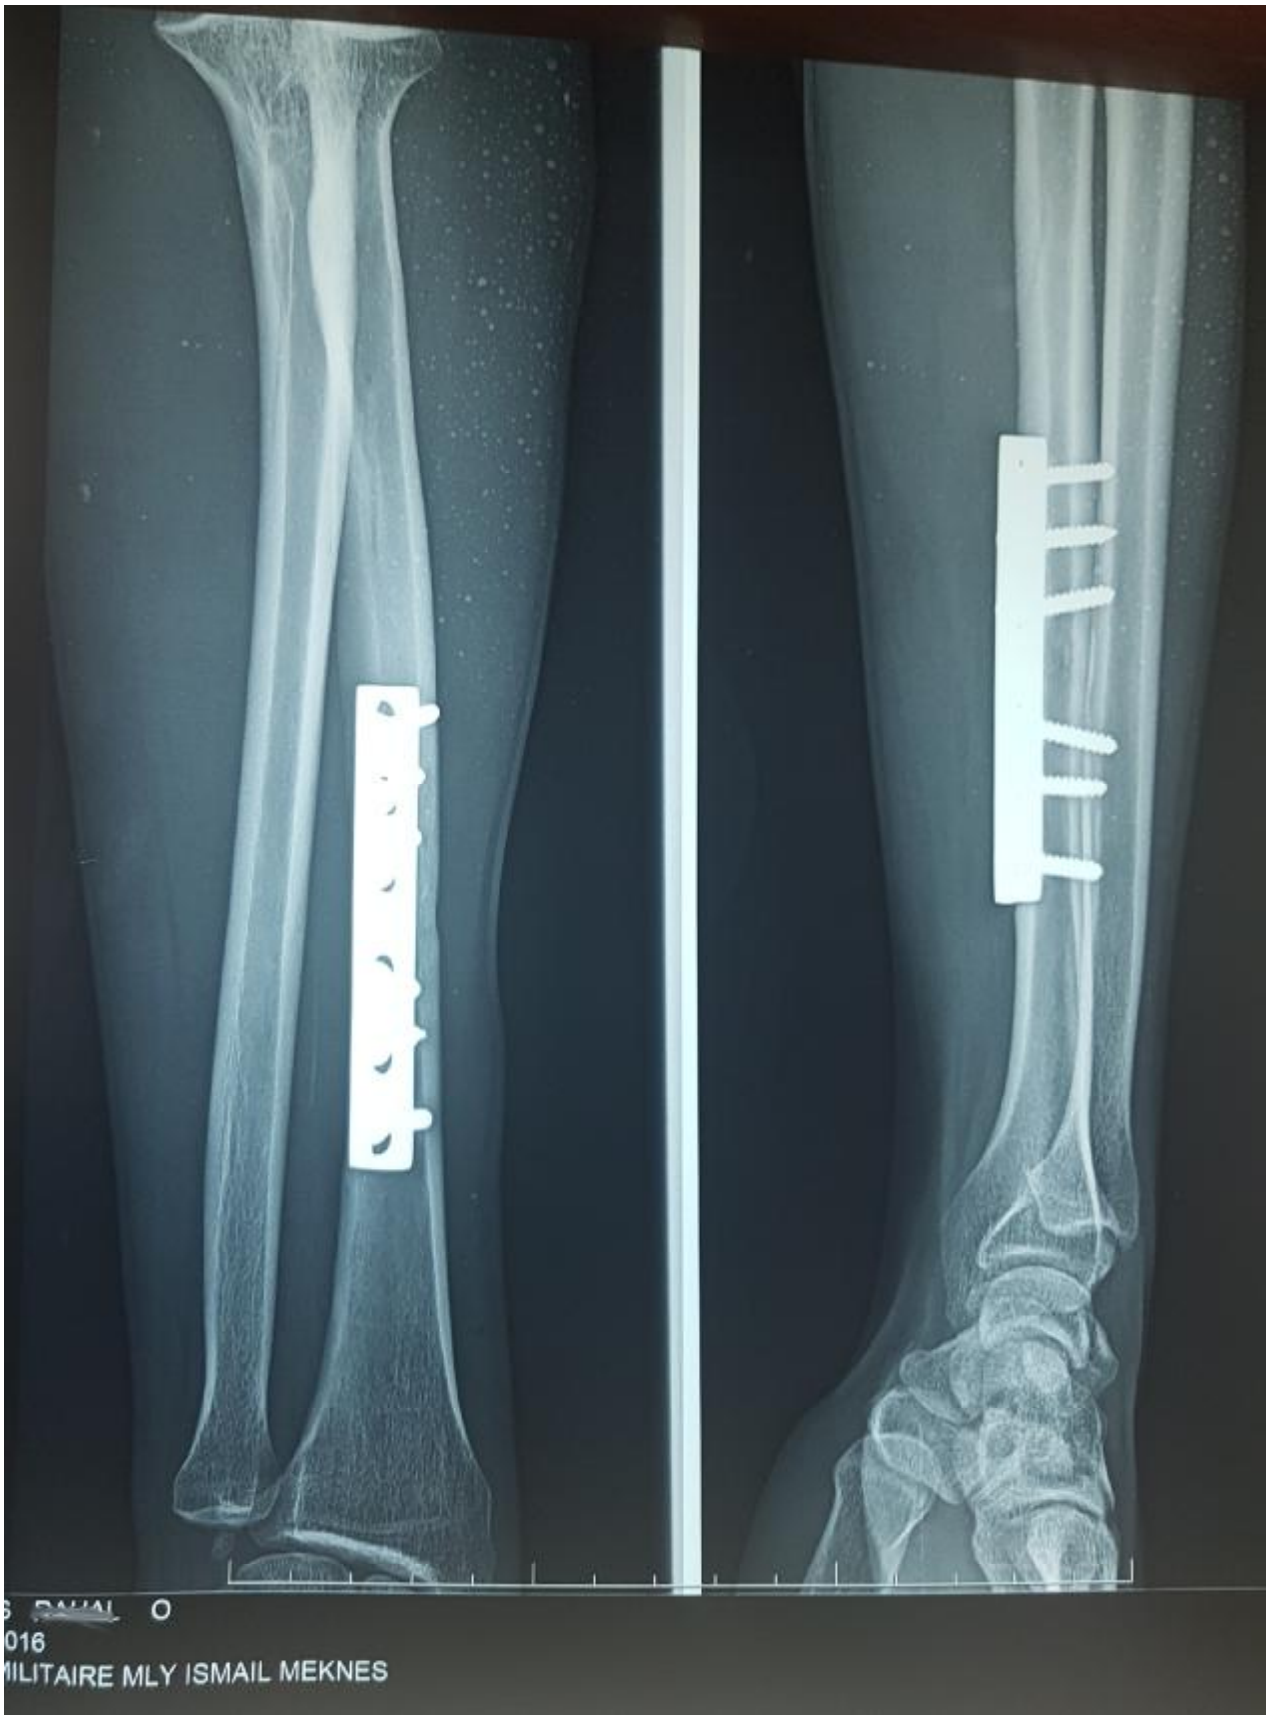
radiographie de contrôle
